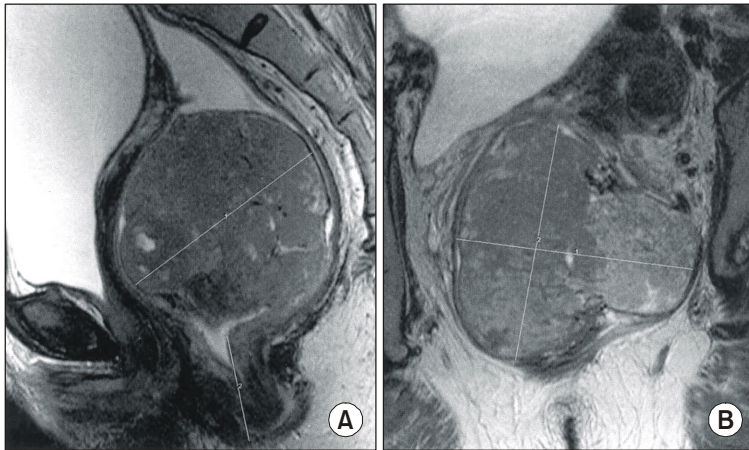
MRI finding in a 54-years old female shows well circumscribed homogeneous stromal tumor. The large fungating tumor is observed intraluminally and the size of tumor is about 8 cm and location of tumor is about 4 cm above the anal verge. Gross evidence of perirectal tumor extension and visible pelvic, perirectal lymph node enlargement are not observed.
